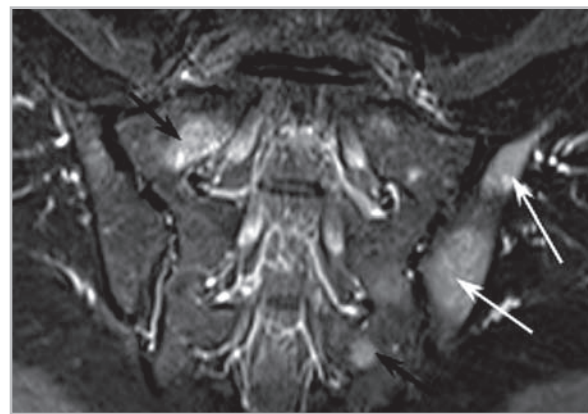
Магнитно-резонансная томограмма КПС в полукоронарной проекции, режим T2-FS. Лимфогранулематоз. В теле левой подвздошной кости вблизи полости сустава выявляются большие зоны повышенной интенсивности сигнала — отек костного мозга (*белые стрелки*), аналогичные зоны определяются в правой и левой боковых массах крестца, не примыкающих к полости суставов (*черные стрелки*)
